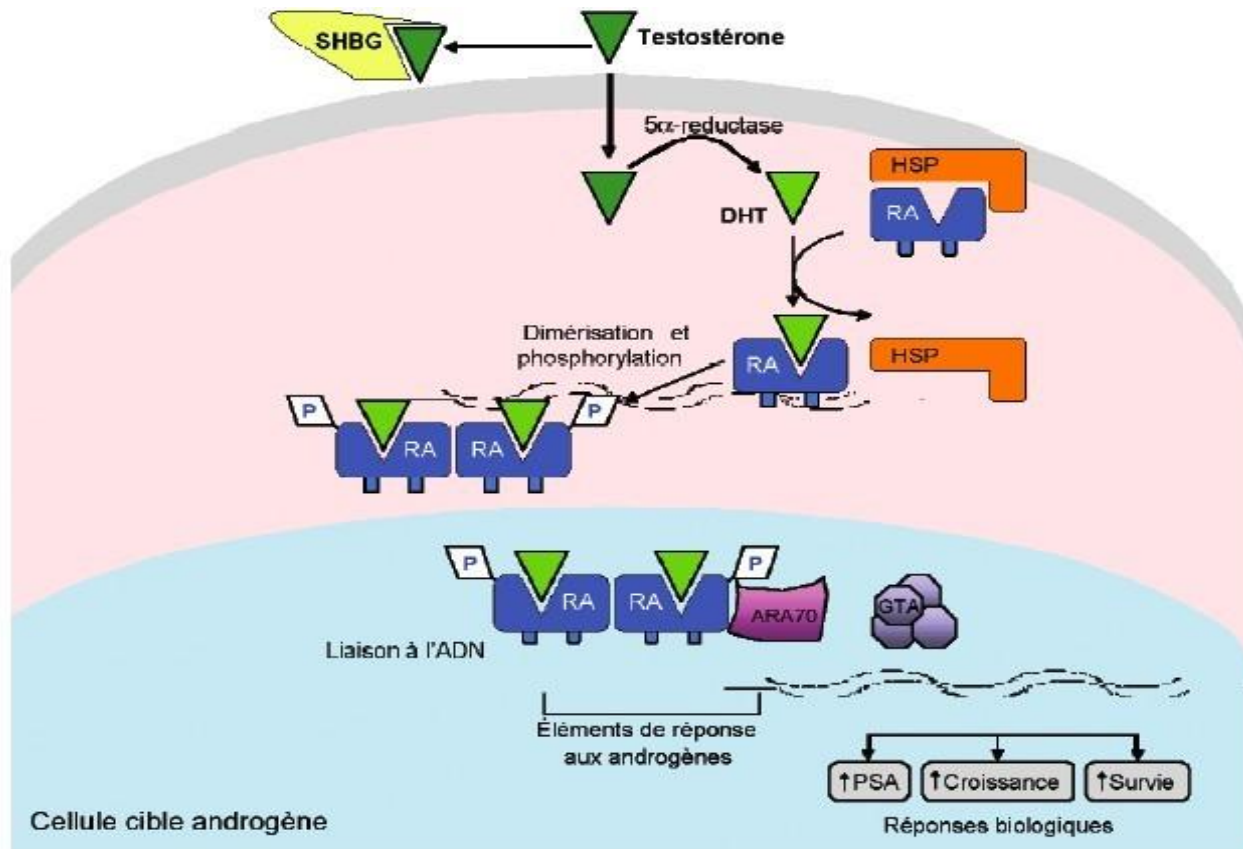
Mécanismes moléculaires de l'interaction androgène-RA (Adapté de Feldman BT, Feldman D., Nature Cancer Reviews 2001) (HSP : Heat Shock Protein; RA : Récepteur des androgènes; SHBG : Steroid Hormones Binding Globulin; ARA70 : Androgen Receptor Associated Protein 70; GTA : G-Protein Activation Transcription)
